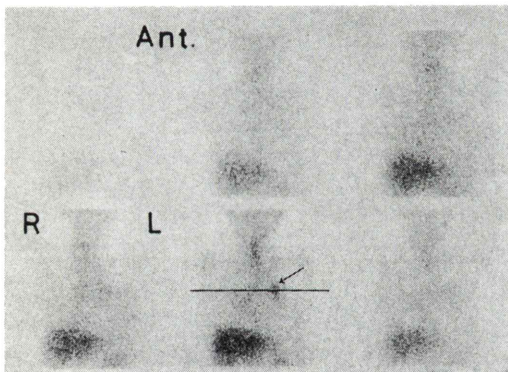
^{67}Ga tomocan of case 2 shows abnormal accumulation in the left hilar region (←). (Horizontal line indicates transverse section of CT scan.)
